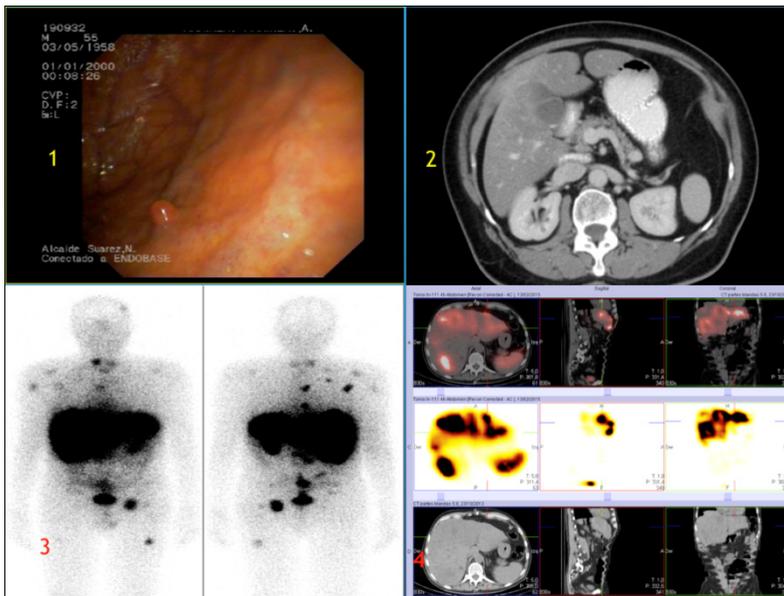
TNE gástrico (1). TNE en cola del páncreas (2). Gammagrafía con análogos de somatostatina con metástasis hepáticas y óseas (3). SPECT-TC con metástasis hepáticas múltiples de un TNEGEP (4)
